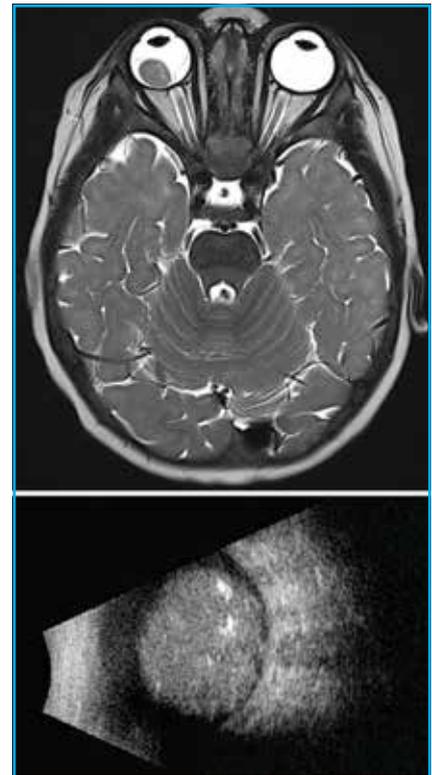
IRM cérébro-orbitaire (A) et échographie mode B (B). Formation expansive hétérogène contenant de petites calcifications.
